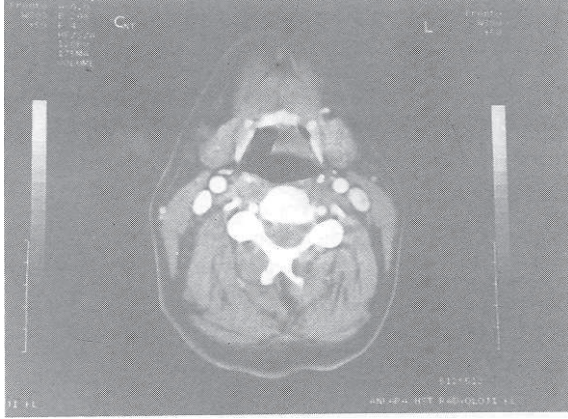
Bilgisayarlı tomografi görüntüsü.
